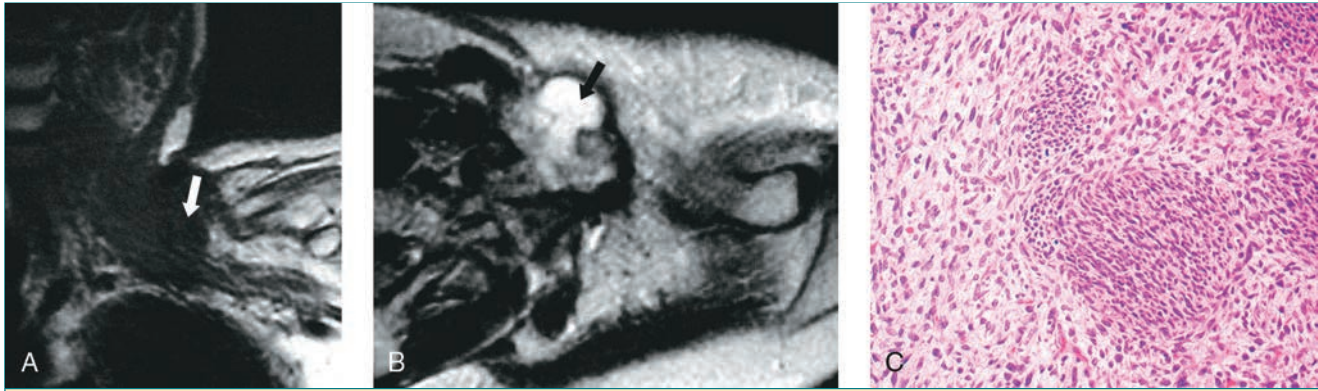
Tumor maligno de la vaina del nervio periférico (MPNST) que emerge de un neurofibroma solitario. Las RM coronal potenciada en T1 (A) y la axial en T2 (B) de la zona del cuello izquierdo muestran que el tumor (flechas) es indeterminado en apariencia e implica al plexo braquial, causando disminución de la función motora del brazo izquierdo. C, Imagen histológica que muestra una apariencia similar a un fibrosarcoma, con células fusiformes dispuestas en fascículos largos. Los núcleos, sin embargo, son ondulados o en forma de coma en apariencia, hecho que es único para el MPNST.
